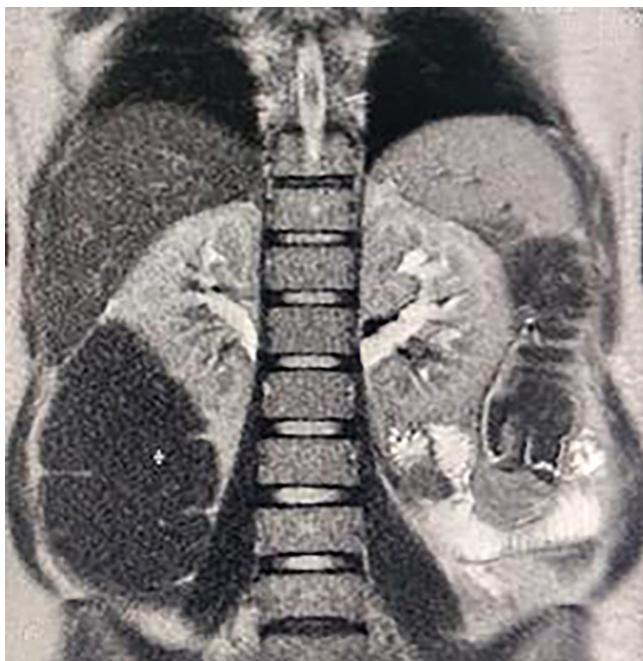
Resonancia magnética donde se observa el área de oclusión en el colon descendente. Imagen propiedad de los autores.
